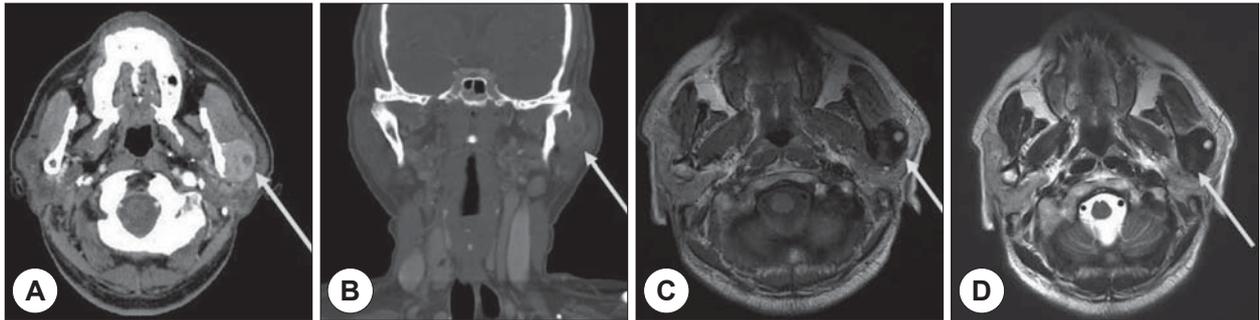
Preoperative axial(A) and coronal(B) salivary gland CT & T1 weighted axial(C) and T2 weighted axial(D) salivary gland MRI. CT and MRI shows about 3cm sized well margined enhancing soft tissue mass in left mandibular condyle lateral aspect with cortical bone disruption extracapsular spread in left side chin subcutaneous layer. Bony expansile or extraosseous mass lesion(with hypointensity on T1/T2WI, mild heterogenous enhancement) involving mandibular condyle(arrow).
